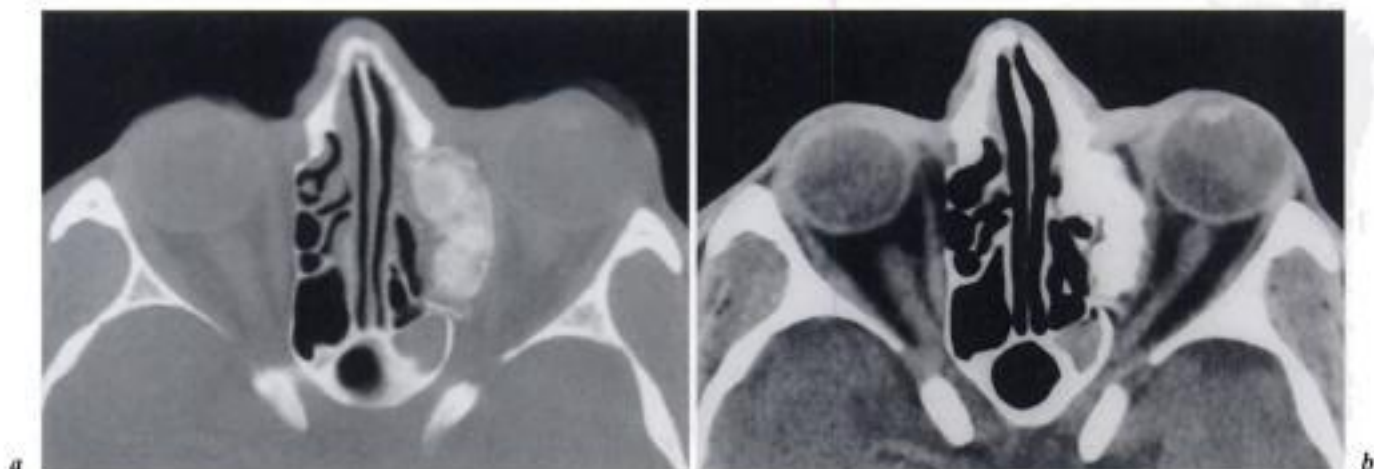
Ostéochondrome ethmoïdo-orbitaire. Homme 51 ans; exophtalmie gauche. TDM :
